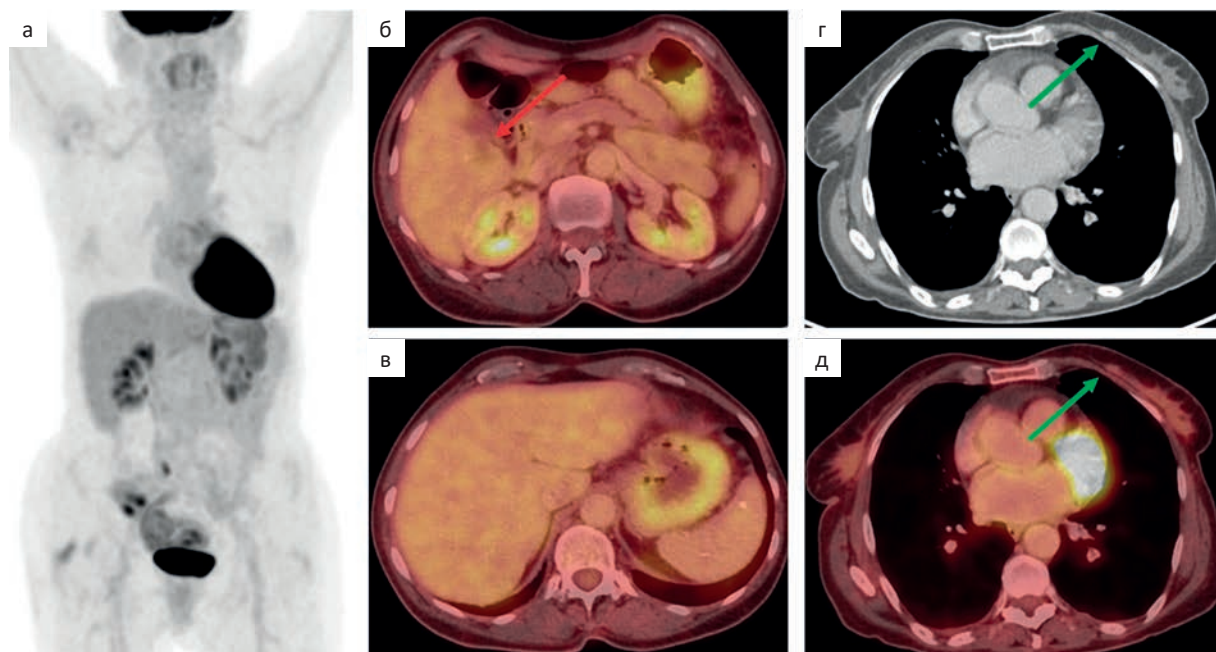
ПЭТ/КТ с ^{18}F -ФДГ всего тела. По данным ПЭТ/КТ в S6/5 печени определяется образование с неинтенсивным накоплением ^{18}F -ФДГ по периферии (б — красная стрелка). В верхневнутреннем квадранте левой молочной железы определяется гиперваскулярный очаг 8 мм, без накопления РФЛП (г, д — зеленые стрелки). В других исследованных отделах очаги патологического накопления РФЛП не были выявлены (а, в)
